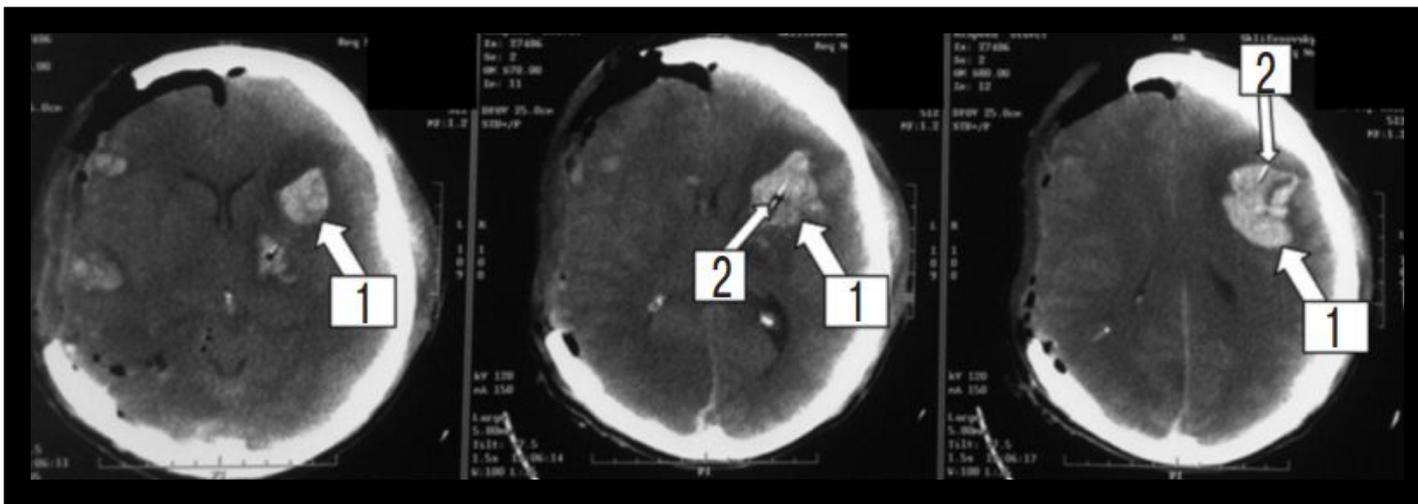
№17 КТ ГМ пациента с тяжелой ЧМТ после декомпрессивной трепанации черепа с правой стороны. Визуализируется внутримозговая гематома вокруг датчика ВЧД (1) в левой височной доле (2)
